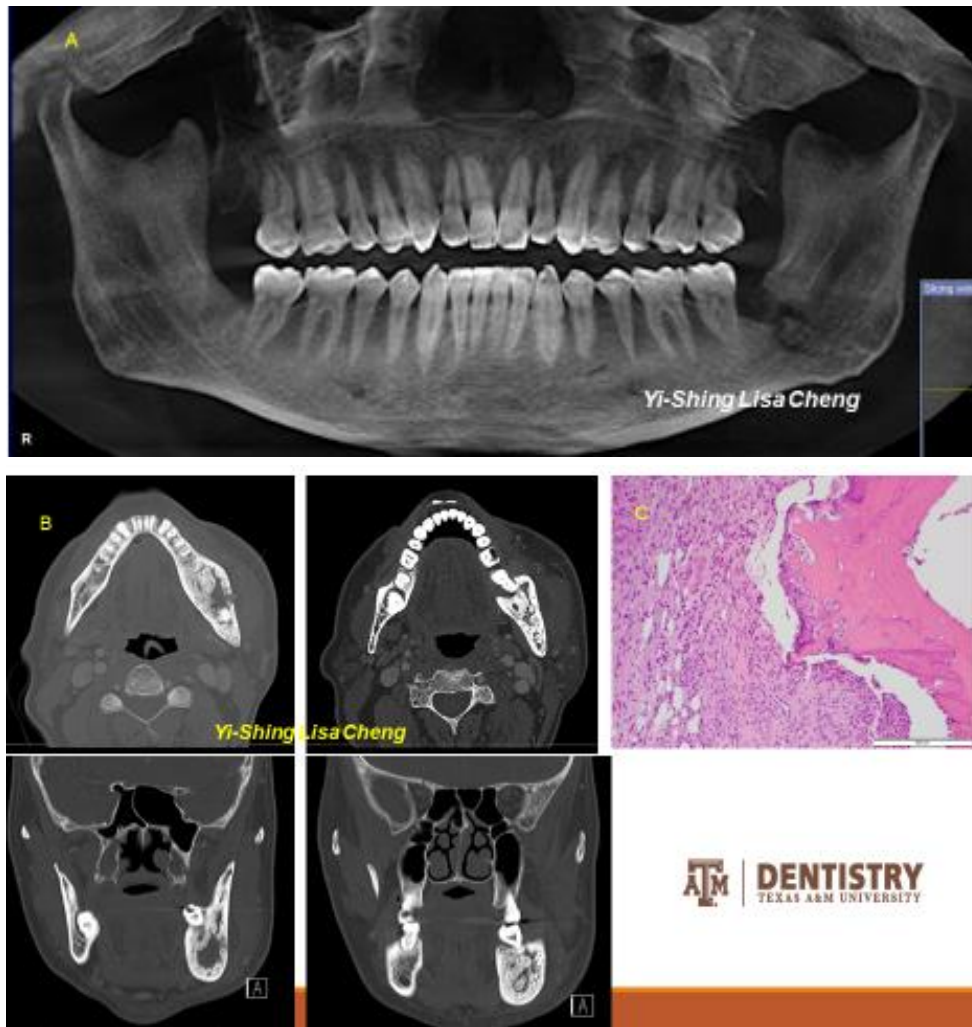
En la figura A se observa una radiografía panorámica que muestra una lesión radiolúcida en la zona del tercer molar inferior izquierdo. En la figura B también puede apreciarse la destrucción ósea desde diferentes cortes. La figura C se observa una microfotografía de hueso necrótico.
